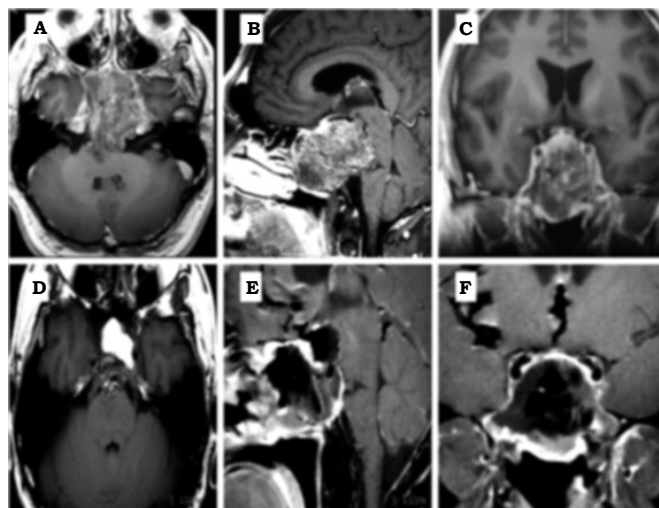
Cordoma de la base del cráneo removido por medio de un abordaje Transcollecular. A, B y C: IRM preoperatoria, corte axial, sagital, coronal en secuencia potenciada en T1. D, E y F: IRM postquirúrgica, corte axial, sagital y coronal en secuencia potenciada en T1.
